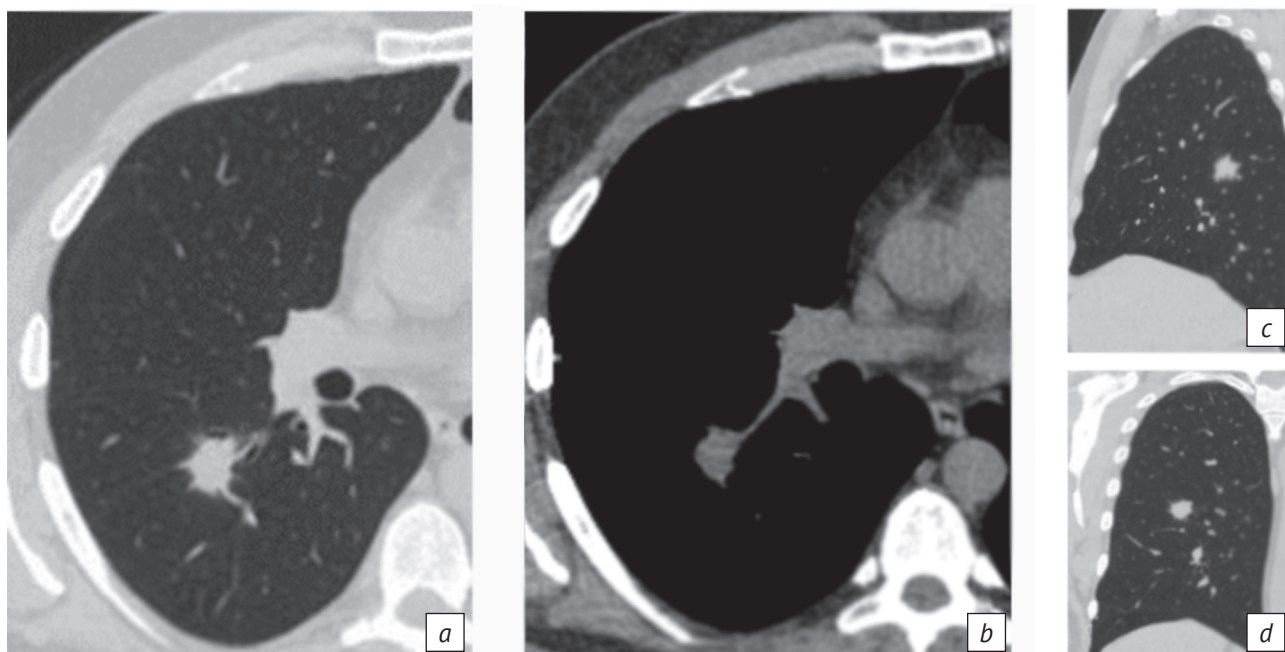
Компьютерные томограммы органов грудной клетки при первичном выявлении патологии:
